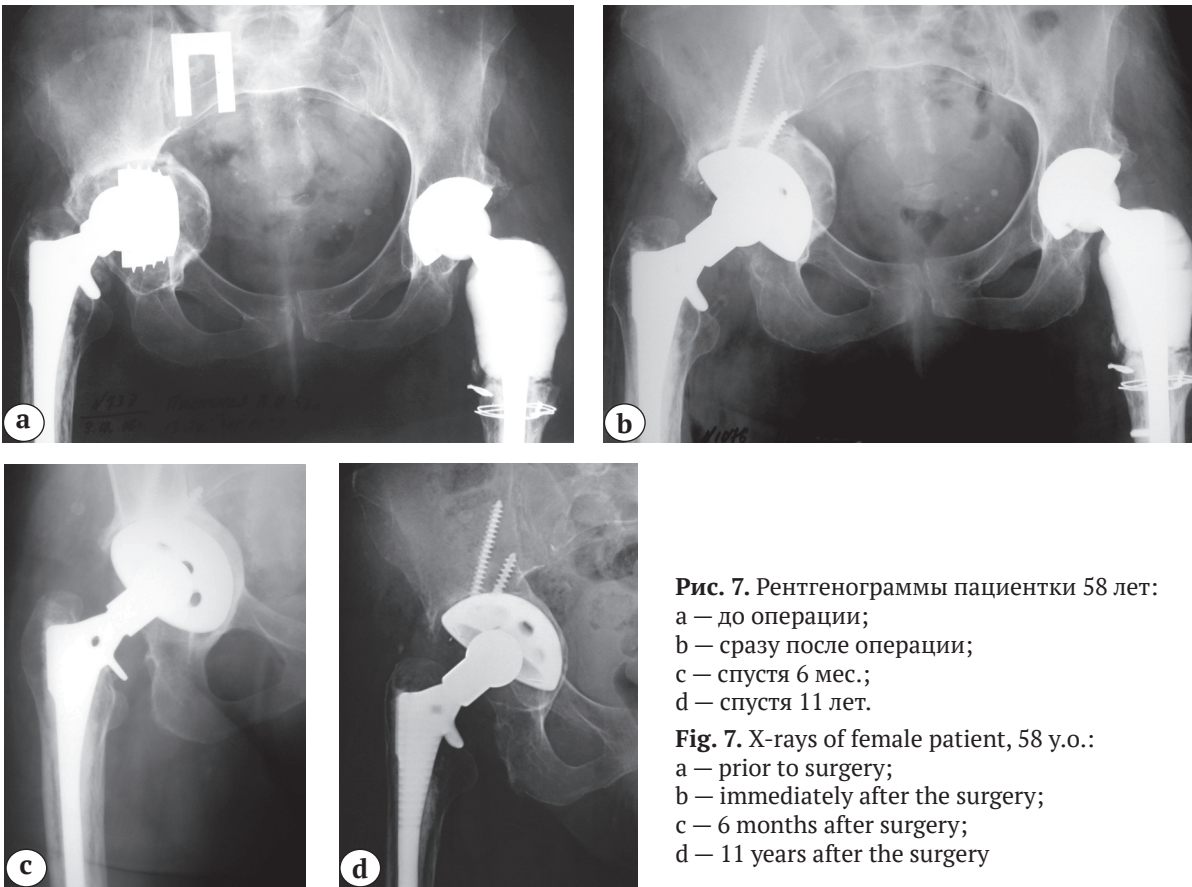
Рентгенограммы пациентки 58 лет:
